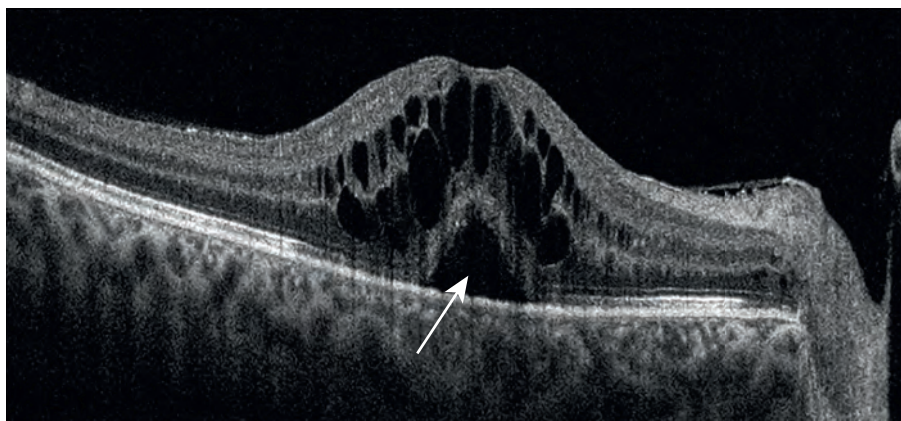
Оптическая когерентная томографическая картина увеального отека (пояснение в тексте)
